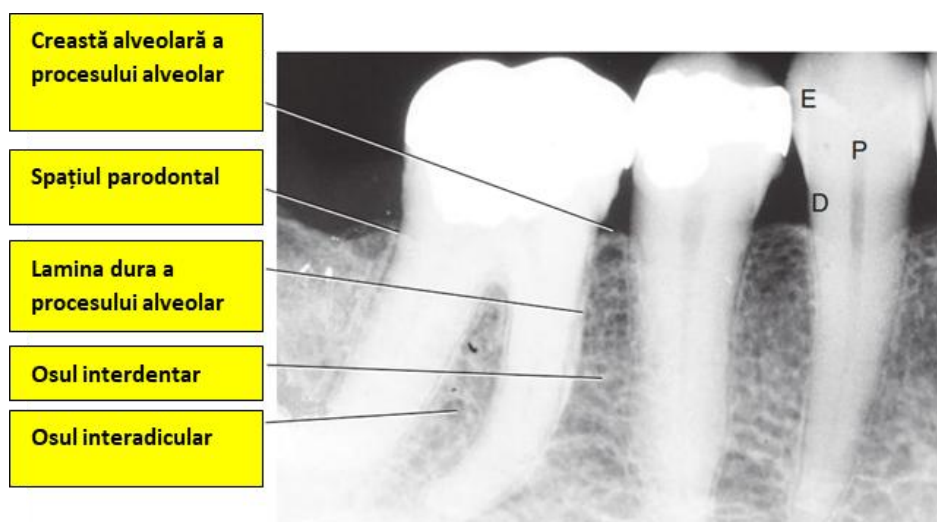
Imagine a radiografiei periapicale. (Imagine Margaret J. Fehrenbach, RDH, MS. 4th Edition. 2015 [66])
